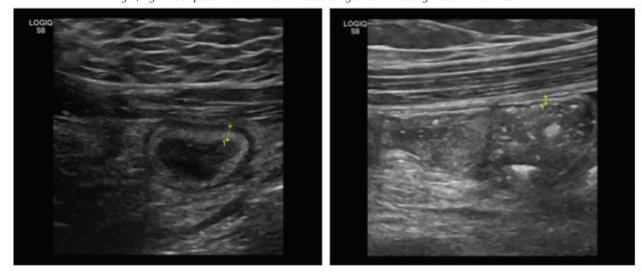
рис. 4. УЗИ-картина тонкой кишки через сутки после введения Икатибанта Fig.3, fig. 4. USI picture of the small intestine one day after Icatibant administration
